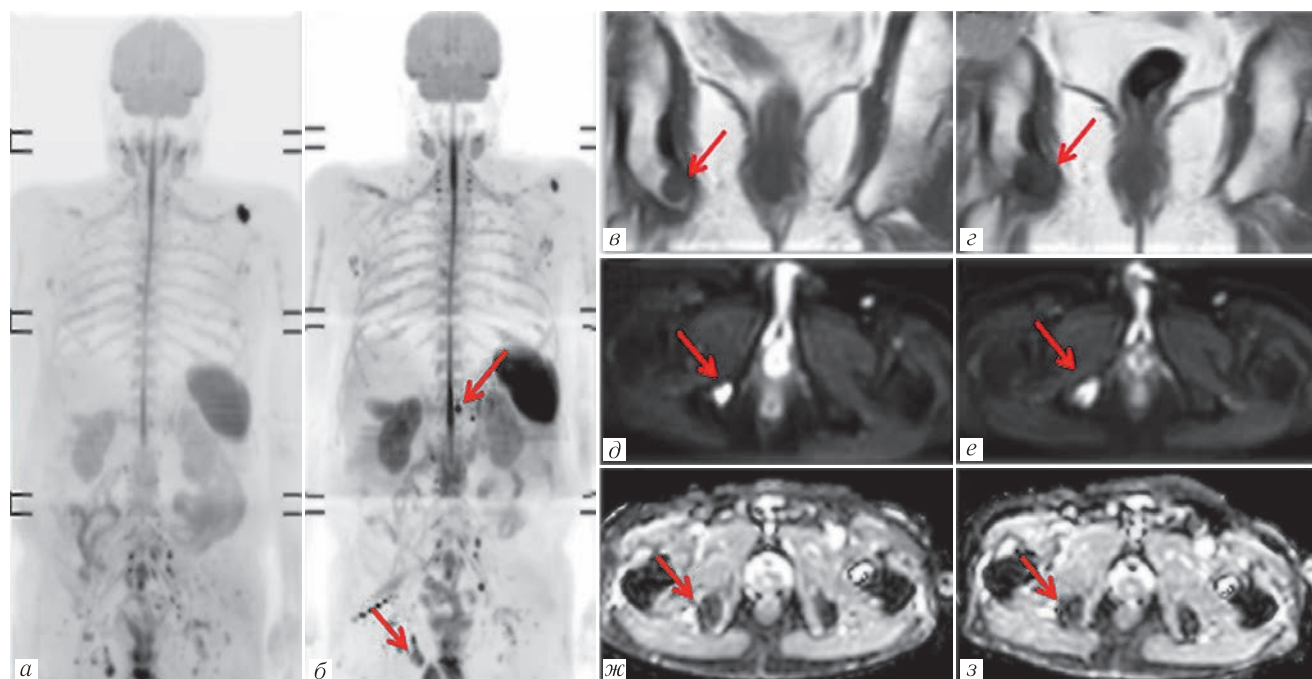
Изображения МРТ всего тела 73-летнего мужчины с метастатическим РПЖ до начала терапии (изображения *а, в, д, ж*) и через 4 мес после начала химиогормонотерапии (изображения *б, г, е, з*). Исходный уровень ПСА до начала терапии — 12 нг/мл, на фоне лечения — 18 нг/мл. На МIP-изображениях (*а, б*) отмечается увеличение интенсивности сигнала и размеров очагов в костях позвоночника и таза (красная стрелка). При прицельной оценке на T1-ВИ отмечается значительное увеличение размеров очага (красная стрелка) в правой седалищной кости (изображения *в, г*). На ДВИ отмечается отсутствие динамики интенсивности сигнала и значений ИКД (*д, е, ж, з*).
